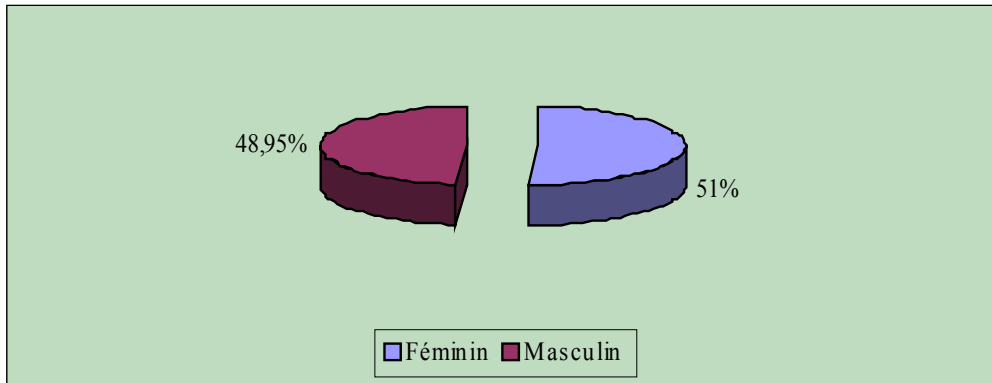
Représentation graphique de l'échographie abdominale selon le sexe
